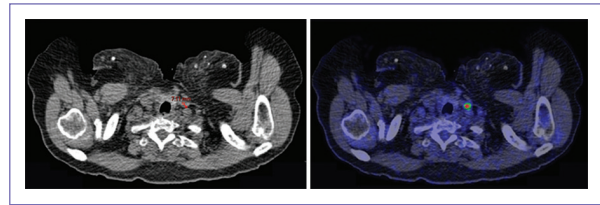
Metástasis ganglionar cervical hipermetabólica en paciente con antecedente de adenocarcinoma de recto, no visualizada por tomografía computarizada.
